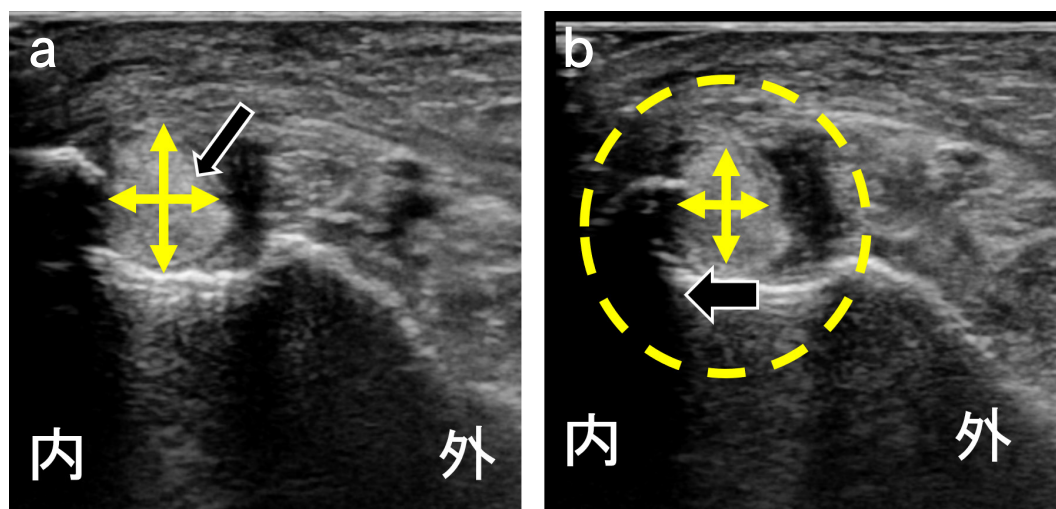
足関節肢位の違いによる後脛骨筋腱のエコー短軸像の横径変化
